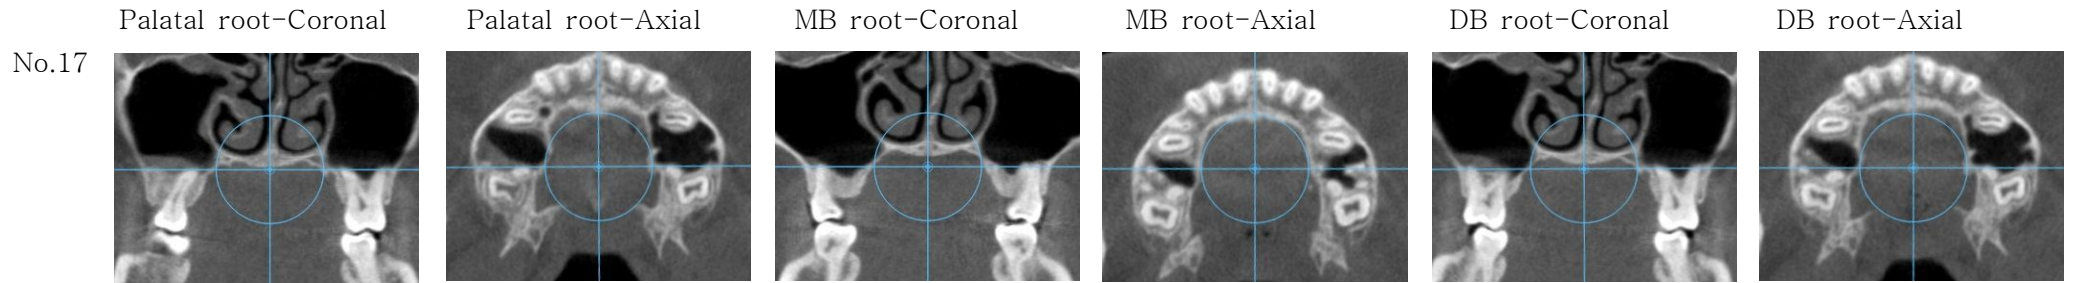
CBCT image of adjacent cortical bone, at the level of maxillary 1st molar root apex in Group A (mean age of 11Y.10M.).
